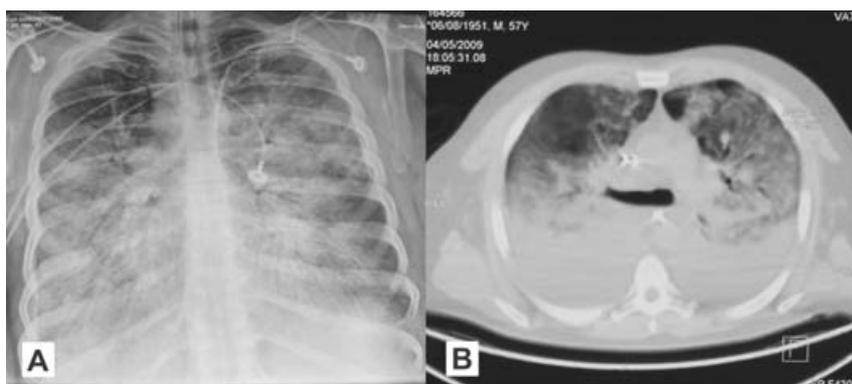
A) En la radiografía de tórax se observan infiltrados pulmonares bilaterales y áreas de condensación. B) Tomografía axial computarizada de tórax con infiltrados bilaterales y áreas extensas de condensación de predominio basal.
